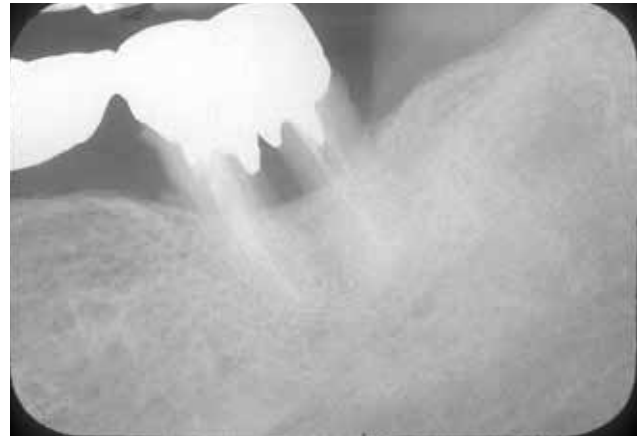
Radiografía tomada a los 5 años después de haber realizado el tratamiento. En esta imagen se puede apreciar un diente normal, saludable y con un nuevo puente puesto en boca.
